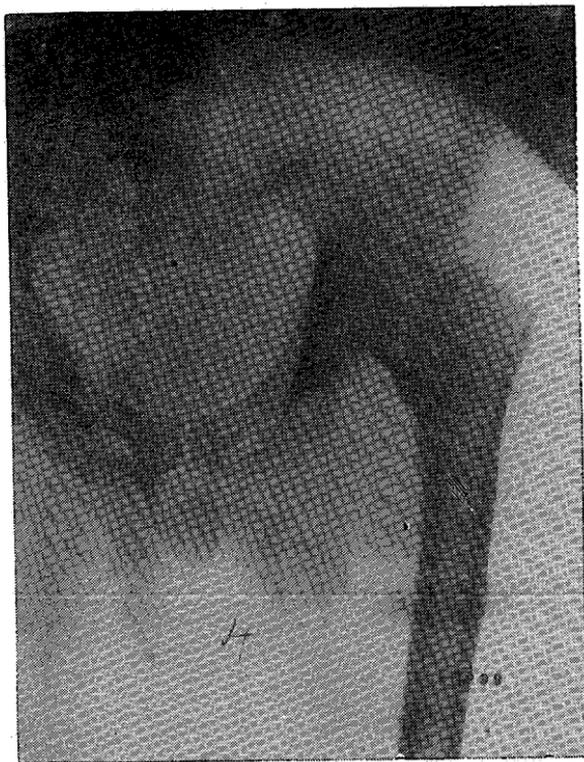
Radiografía tomada después de extraído el tornillo y cuando la nueva anquilosis en posición correcta permitirá usar el miembro inferior para caminar
